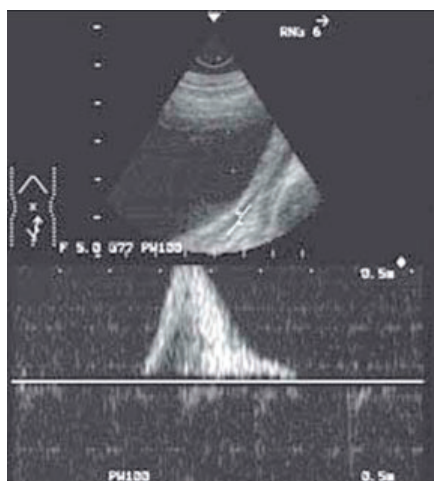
Vesicoureteral reflux with ultrasound in the CFM mode
